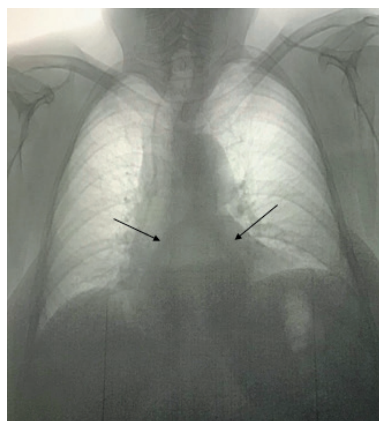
Женщина, 64 года. Рентгенпризнаки грыжи пищеводного отверстия диафрагмы: газовый пузырь на фоне сердечной тени, с горизонтальным уровнем жидкости в нём. Органы дыхания без видимой патологии
